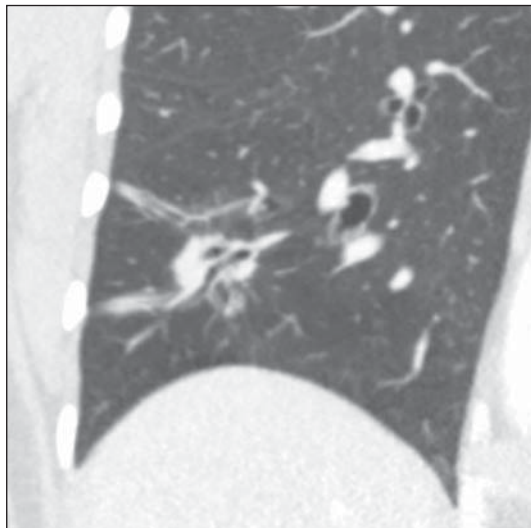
Broncograma aéreo. TC de tórax em janela pulmonar. Nódulo de contornos lobulados com broncogramas aéreos de permeio no lobo inferior direito.
